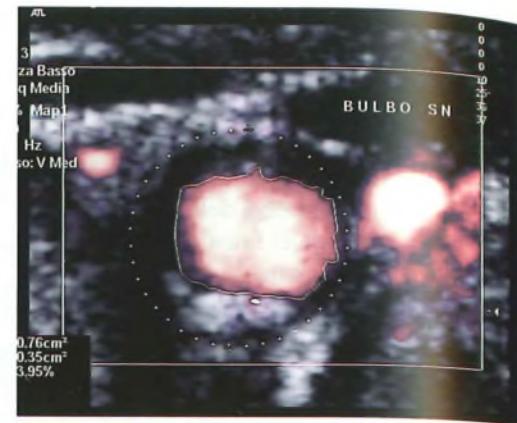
Eco-color-Doppler di carotide comune in proiezione trasversale a livello del bulbo: si apprezza una placca calcificata emodinamicamente non significativa; la linea tratteggiata circolare indica la parete del vaso; il flusso ematico è espresso dal colore rosso-giallo.
